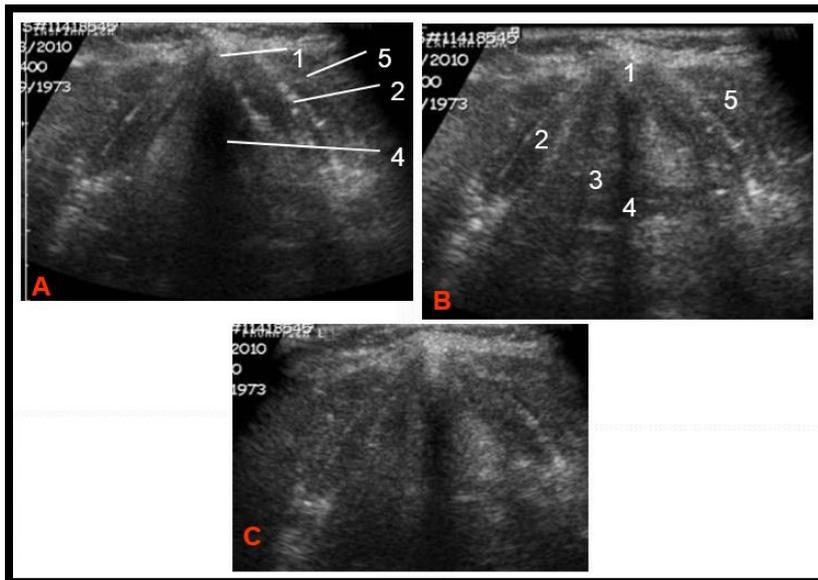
Coupes échographiques passant par l'échancrure inter thyroïdienne (fenêtre acoustique chez l'adulte) (50) :
